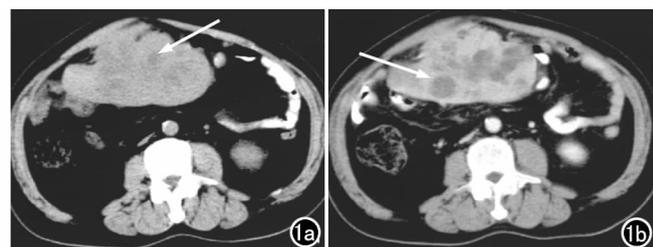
a) CT平扫示肿块密度不均,其内可见多个低密度区(箭); b) 增强后肿块呈明显不均匀强化,其内低密度影无强化,显示更加清晰(箭)。
